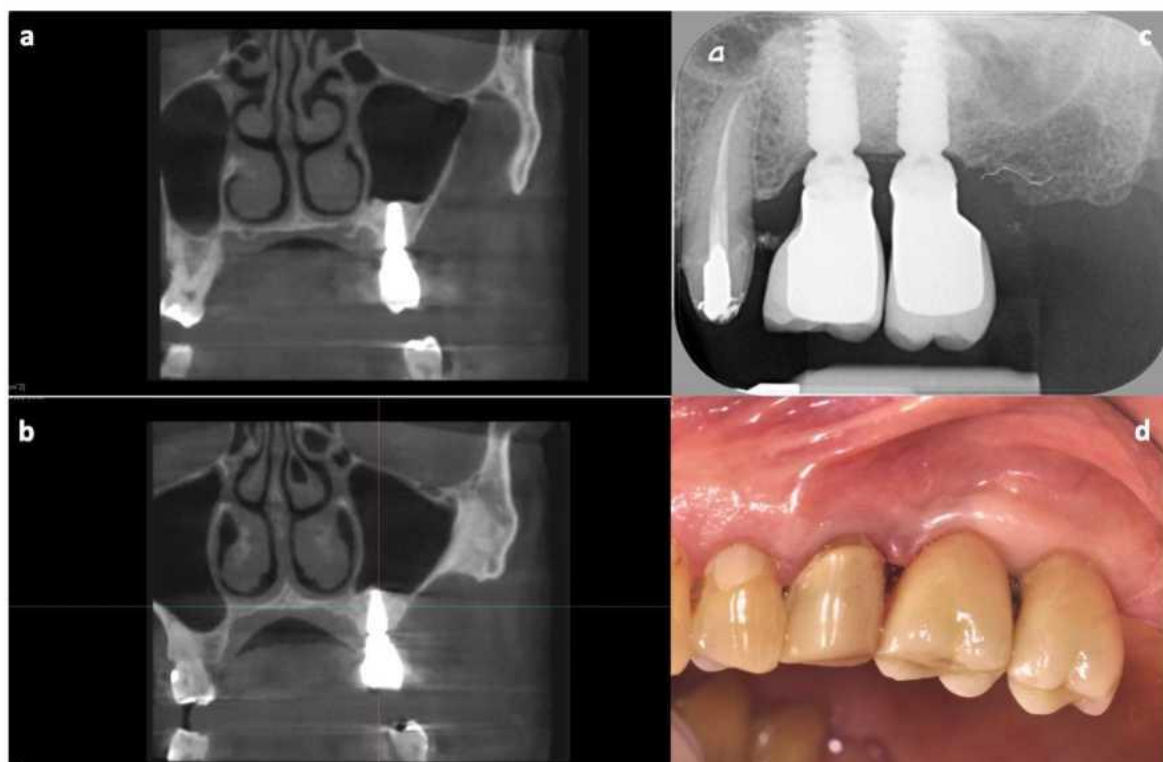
Послеоперационное рентгенографическое исследование (конусно-лучевая КТ с использованием имплантатов в качестве эталона [a, b] и рентгенографическое исследование Endoral [c]) и клинические изображения, полученные через 7 лет последующего наблюдения (d).
